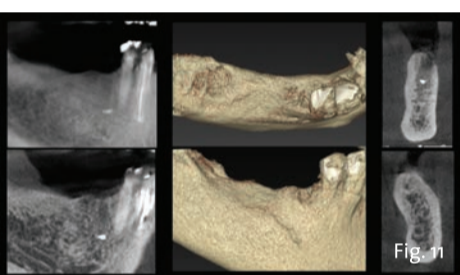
Valutazione radiografica 2D e 3D in fase pre-operatoria.
